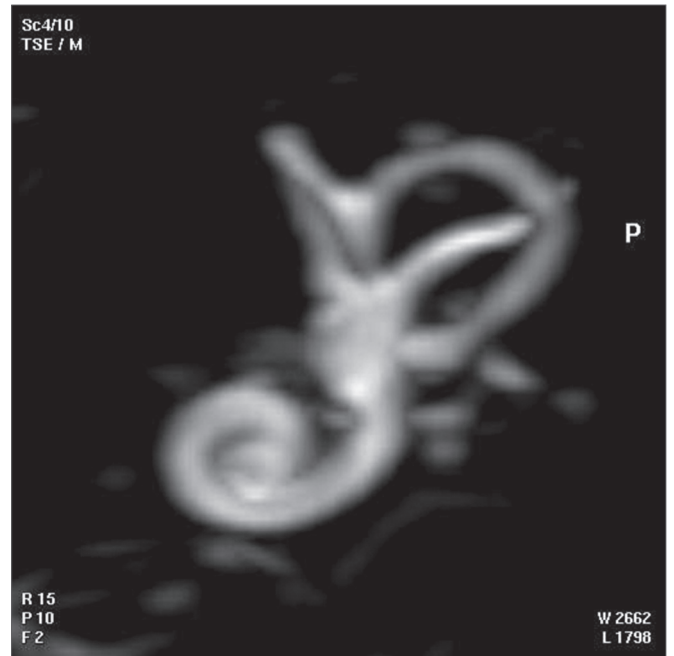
Imagem de ressonância magnética em 3D, escolhida por fornecer melhor visualização dos giros do canal espiral da cóclea para o osso temporal do caso 1.
